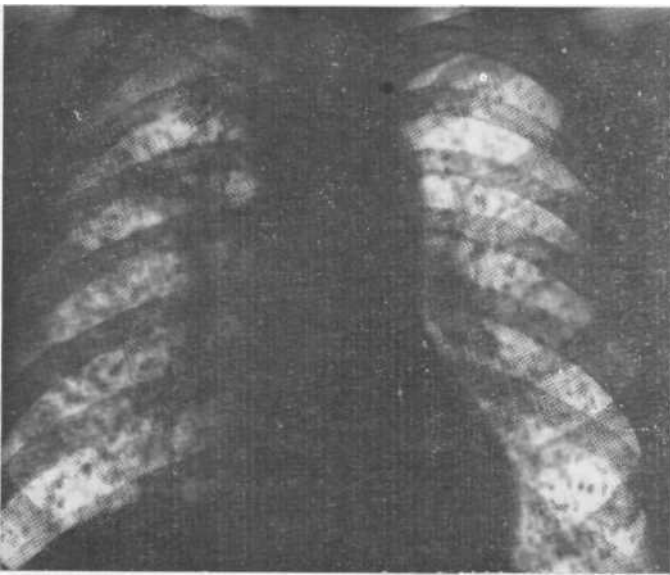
Обзорная рентгенограмма. Карциноматоз легких с равномерным поражением всех отделов. Центральный рак верхнедолевого бронха справа. Бронхиобипсия.
